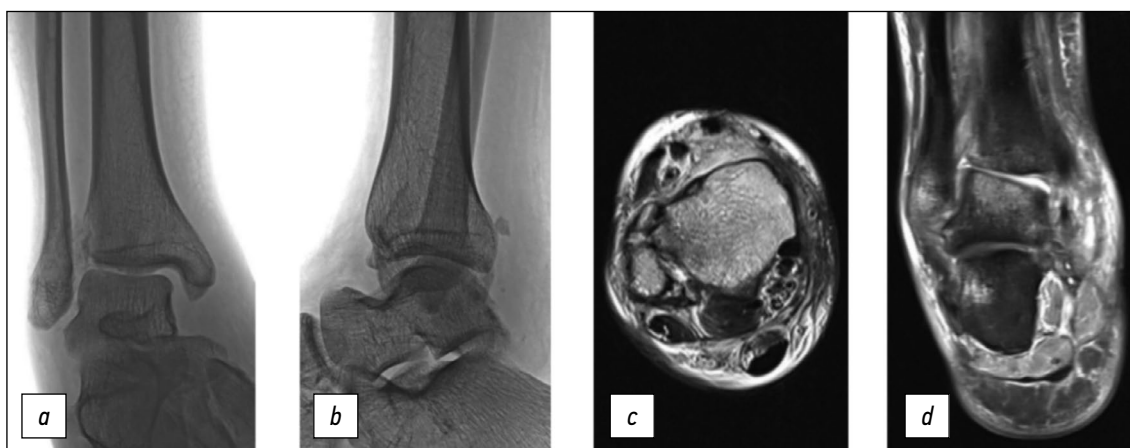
a* — рентгенограмма пациента П. при поступлении в прямой проекции, *b* — рентгенограмма в боковой проекции, *c* — магнитно-резонансная томограмма в аксиальной плоскости в режиме T1, *d* — магнитно-резонансная томограмма во фронтальной плоскости в режиме T2.
